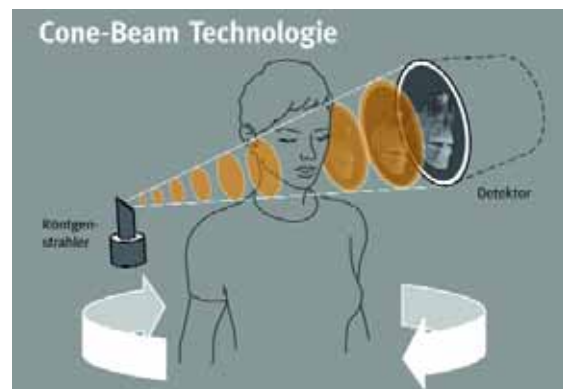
Funktionsweise der Cone-Beam-Technologie mit radiär umlaufendem Röntgenstrahler und gegenläufig positioniertem Detektor
